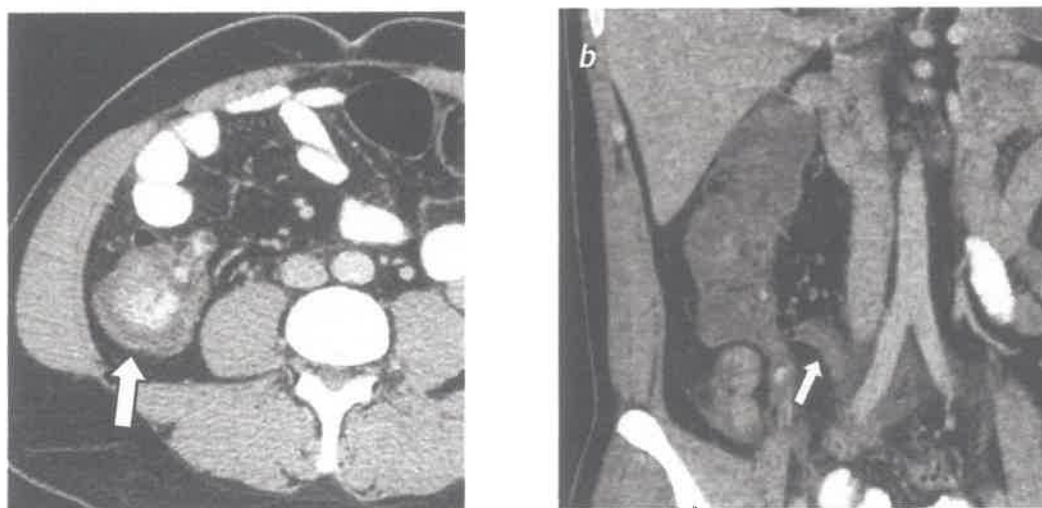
Imágenes de una TC contrastada en el plano axial (a) y sagital (b) que muestran un engrosamiento focal en las paredes del ciego (flecha blanca), secundario a una apendicitis aguda (flecha naranja)
